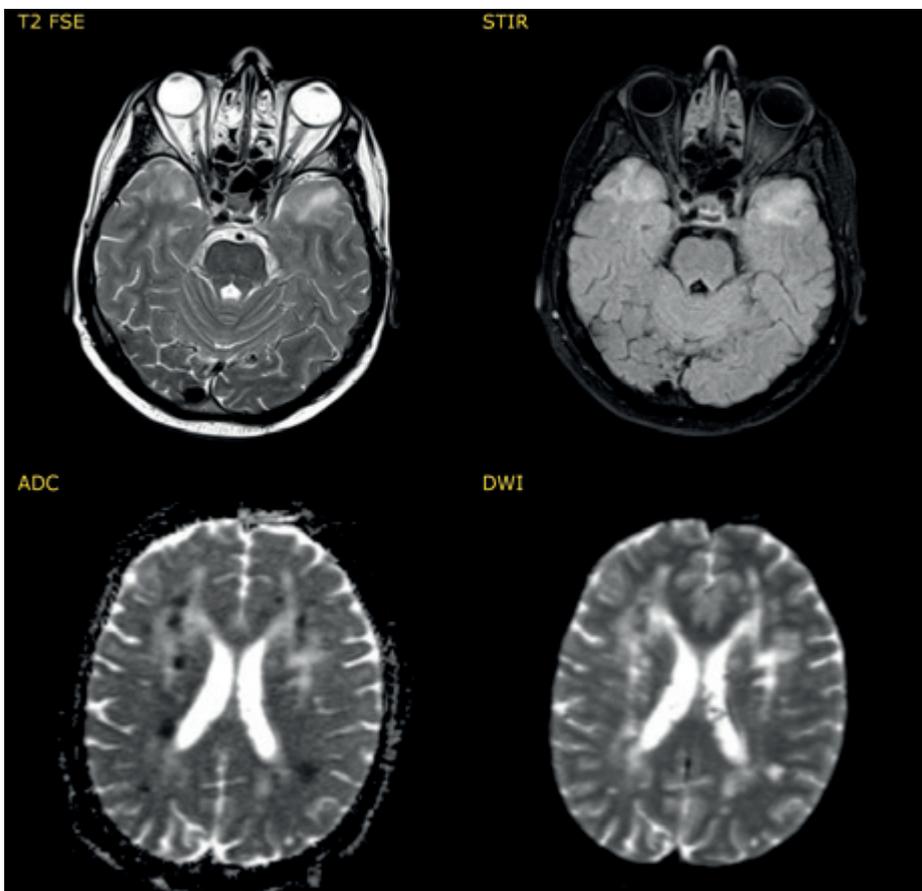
Хаотично расположенные, разнокалиберные, сливающиеся в левой теменной доле фокусы ограничения диффузии с измеряемым коэффициентом диффузии (ИКД) 485 (зеркально 923) с патологической рестрикцией сигнала на ADC (Apparent Diffusion Coefficient), не накапливающие контрастное вещество.
